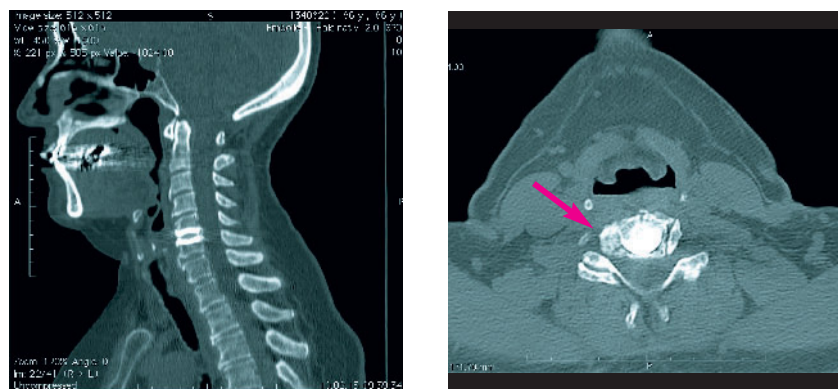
CT-Untersuchung der HWS mit Darstellung der Bryan-Vollprothese und Okklusion des Neuroforamens C5/6 rechts.
